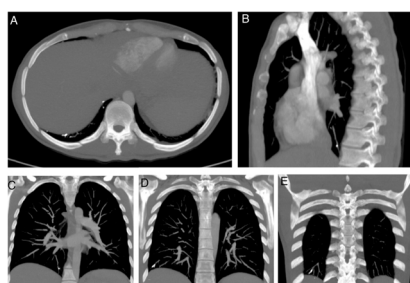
TC de arterias pulmonares. Ventana ósea. Reconstrucción MIP. Corte axial (A), corte sagital (B), cortes coronales (C, D, E). Se observa cuerpo extraño metálico endovascular en ramas subsegmentarias de la arteria pulmonar del lóbulo inferior derecho.
